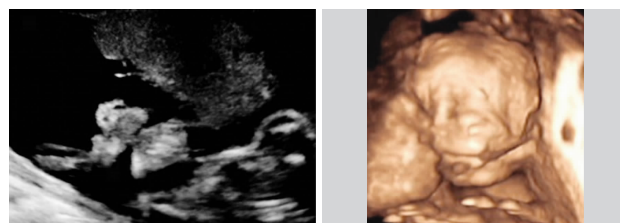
二维超声于胎儿口唇冠状 图 2 胎儿颜面部实时三维表面成切面示羊膜腔内一带状强回声, 斜像示羊膜带斜穿胎儿口唇部, 致左穿胎儿口唇部, 胎儿左侧口角增大 侧口角向外不规则增大
